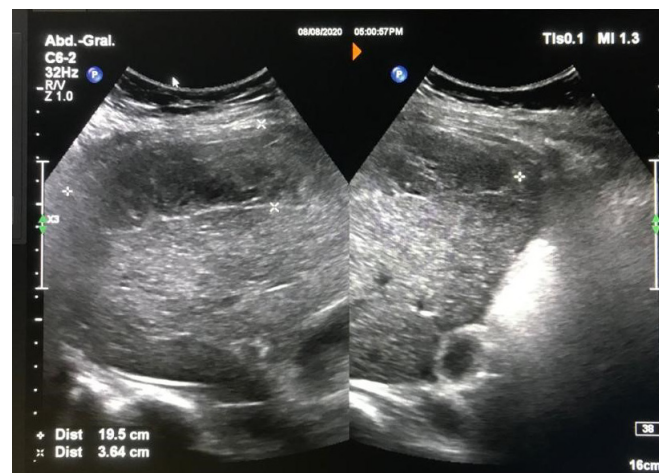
USG hepático que muestra hematoma subcapsular en segmento V y VI, hepatomegalia y líquido subhepático.
